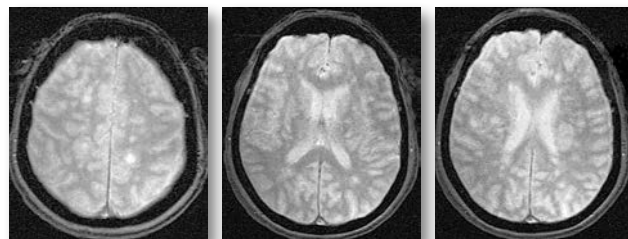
МРТ-зображення головного мозку пацієнта в режимі T2 GRE
